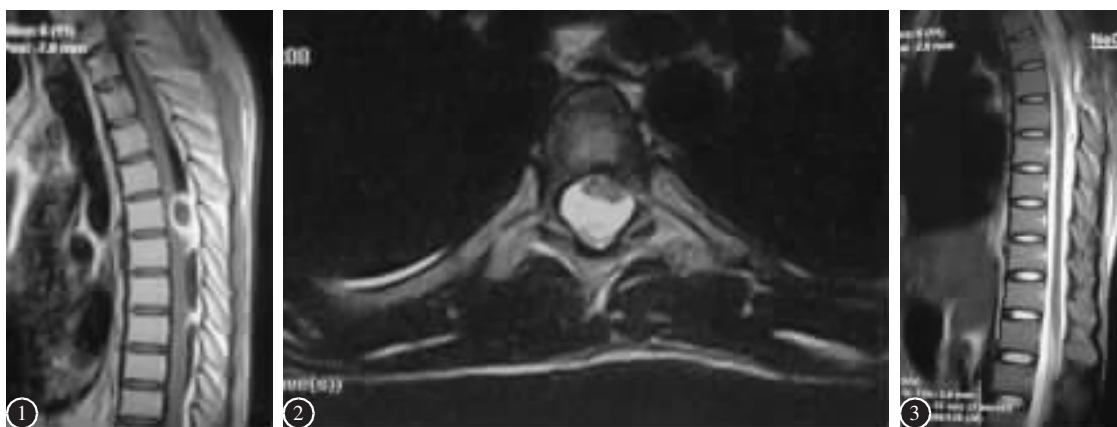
术前 MRI 增强扫描 T1WI 像示 T6 水平椎管内髓外硬膜下环形强化影, 脊髓受压前移 图2 术前 MRI T2WI 像示 T6 水平脊髓受压前移, 脊髓右后方髓外硬膜下见混杂信号影, 以长 T2 为主 图3 术后 MRI T2WI 像示 T6 水平脊髓压迫解除
